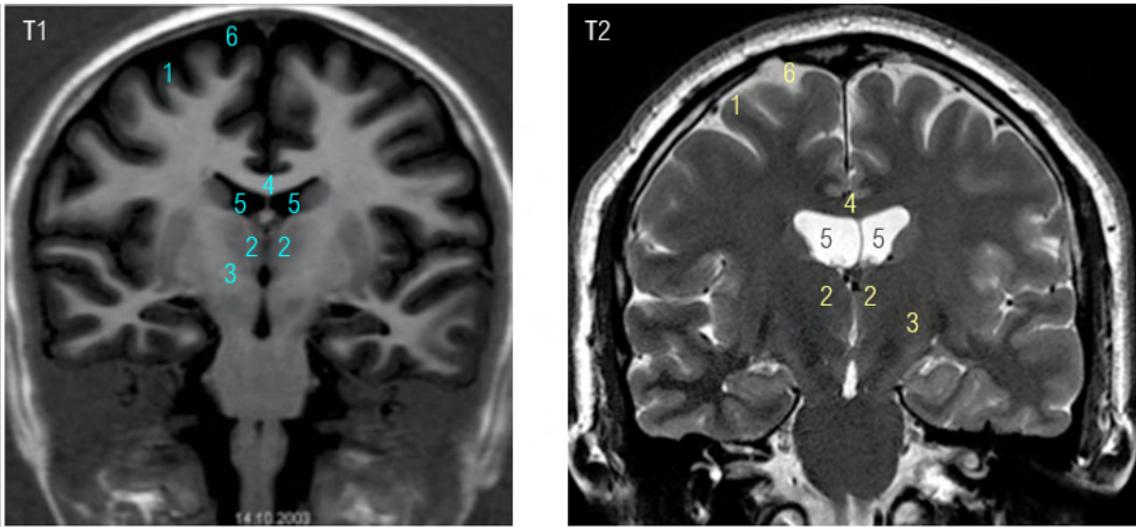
IRM T1 et T2, tirées du TP 2020
